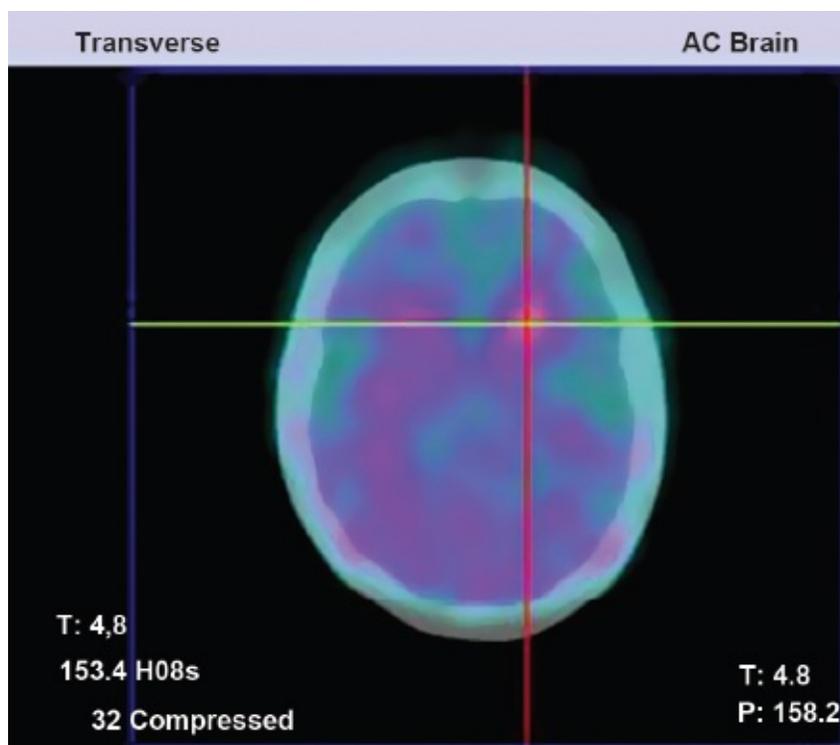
SPECT-CT com ^{99m}Tc -TRODAT demonstrando a acentuada redução da captação do radiotraçador nos núcleos da base, mais acentuada à direita. O diagnóstico de doença de Parkinson refratária passa a ser o mais provável devido à ausência de resposta do paciente ao tratamento antiparkinsoniano padrão.
